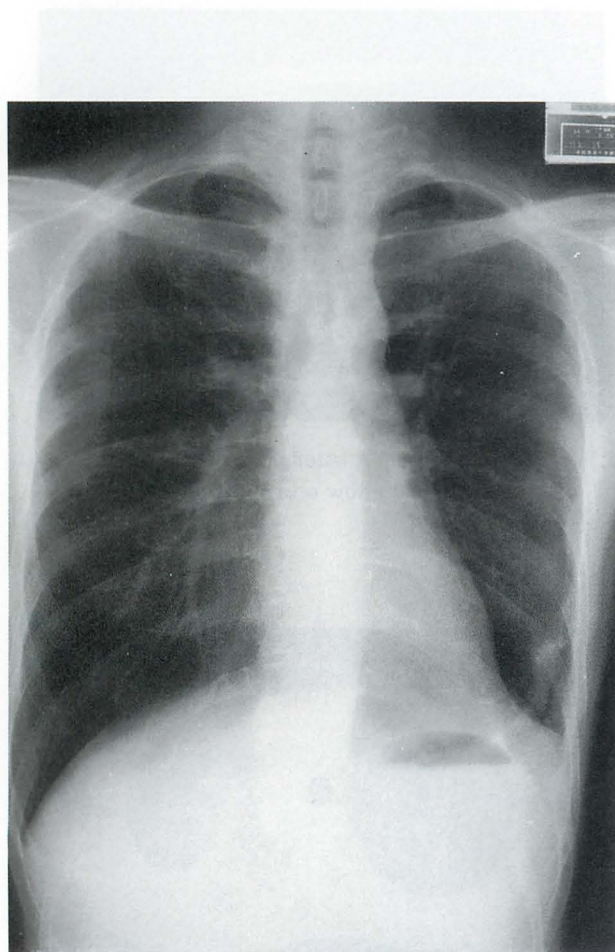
4 weeks later : Xray film of the chest
